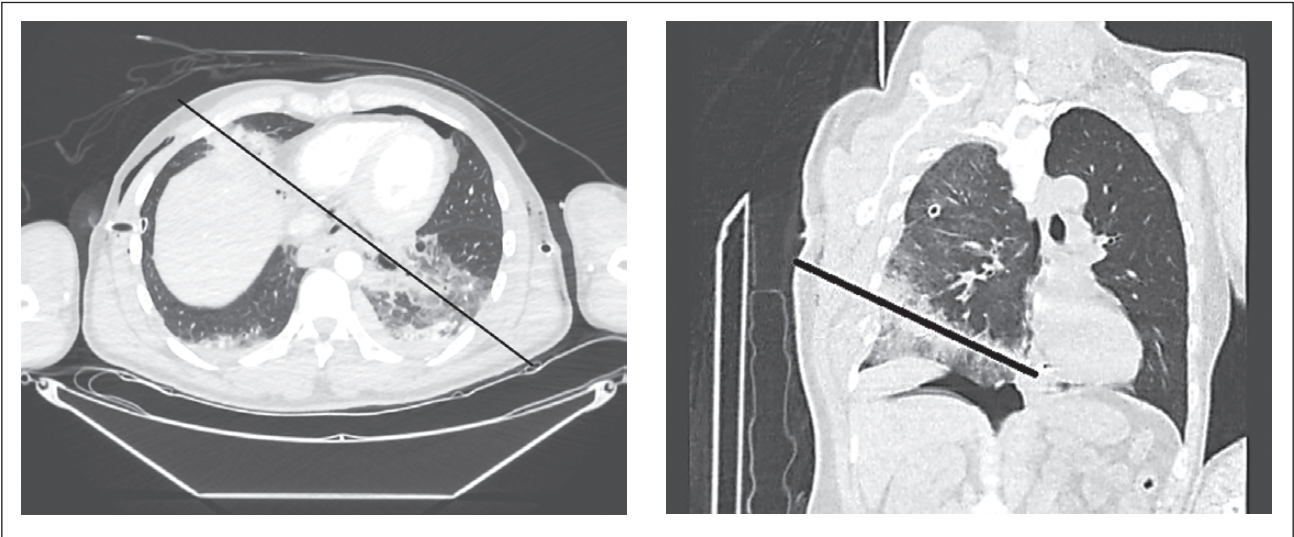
Етапи обстеження при підозрі на БТС. Визначення траєкторії руху снаряда, що поранив, за даними МСКТ
